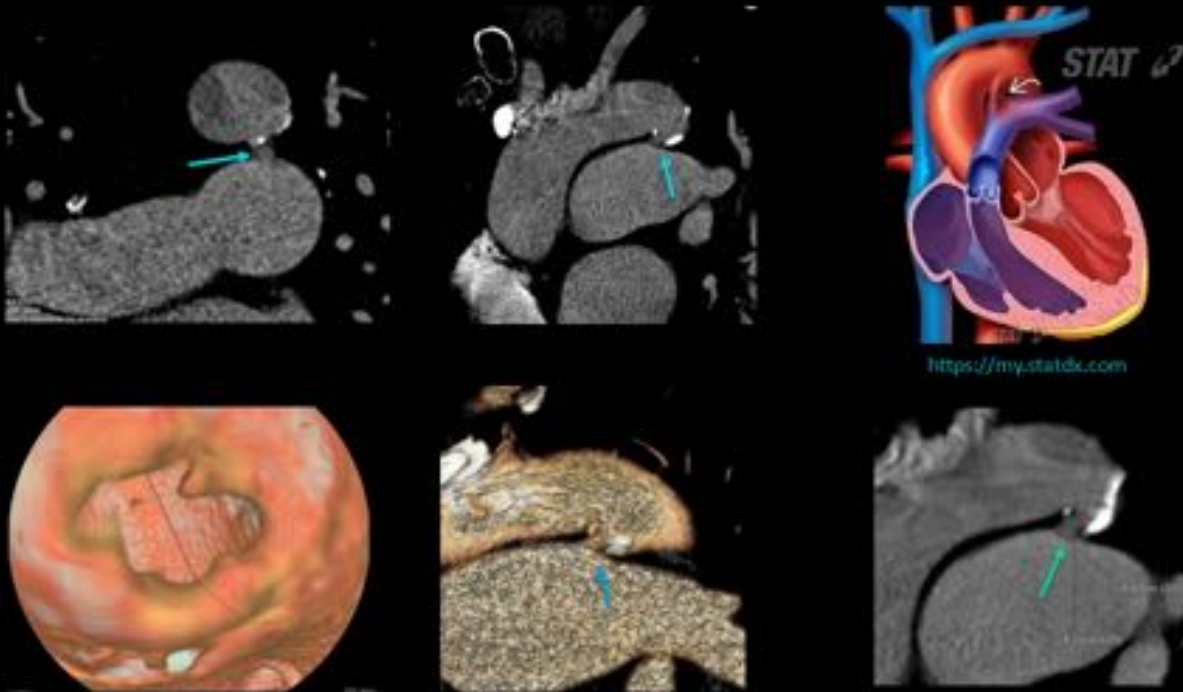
TC: DAP (flechas). Es importante la toma de medidas del ductus de cara a la planificación del tratamiento endovascular, además del ratio del diámetro entre la arteria pulmonar y la aorta ascendente (>1 es un signo de hipertensión pulmonar).
